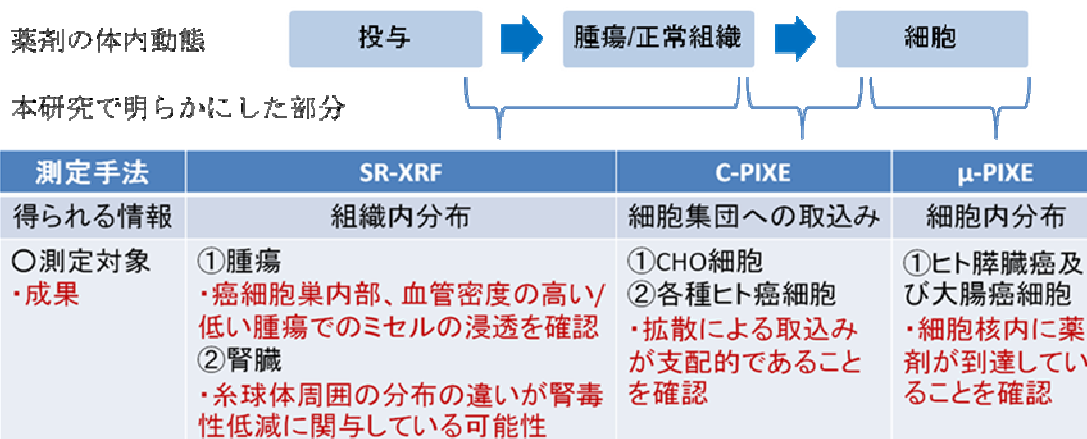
蛍光X線分析により得られた、白金製剤含有高分子ミセルの体内動態に関する成果のまとめ
